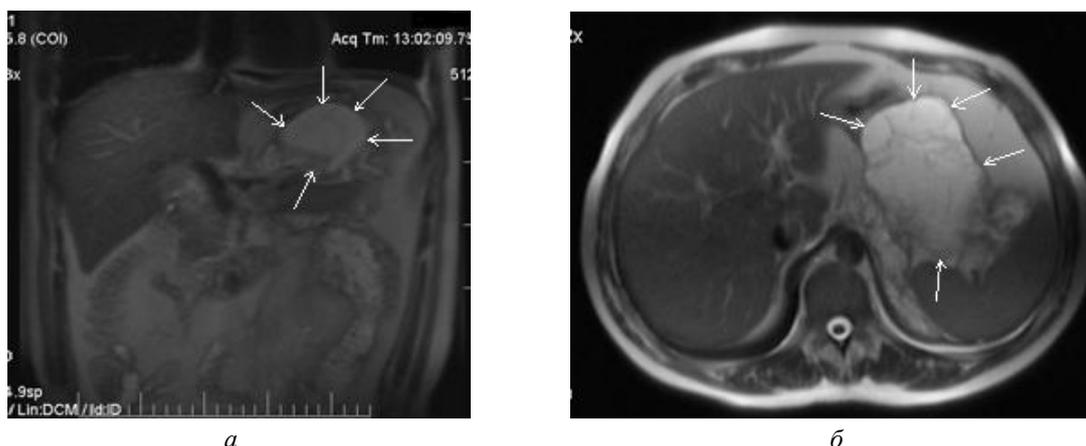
МРТ. Корональное (а) и аксиальное T2-ВИ (б) пациента на 10-е сут после атаки острого панкреатита. В малом сальнике визуализируется жидкостное скопление размером $10,3 \times 8,4 \times 6,3$ см, разделенное фиброзными перегородками. Острое жидкостное скопление в левой параколической клетчатке. Вся поджелудочная железа имеет однородный сигнал. Консервативное лечение
